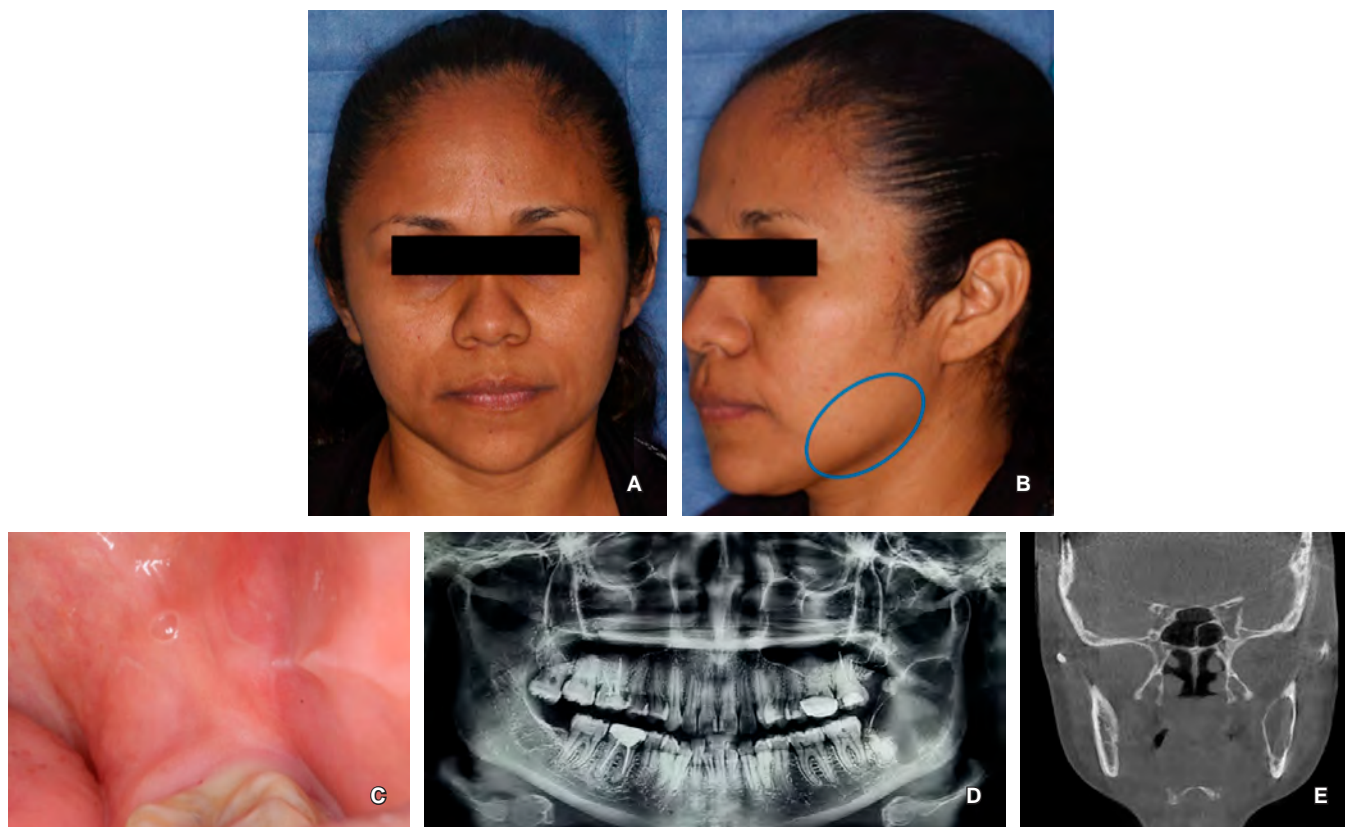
A y B) Las fotografías extraorales iniciales muestran un ligero aumento de volumen en la región del ángulo mandibular. C) Intraoralmente se observó un discreto aumento de volumen en el área retromolar. D y E) Estudios de imagen previos a la biopsia. E) La tomografía computarizada reveló la expansión de las corticales óseas y el desplazamiento del conducto del nervio dentario inferior.
